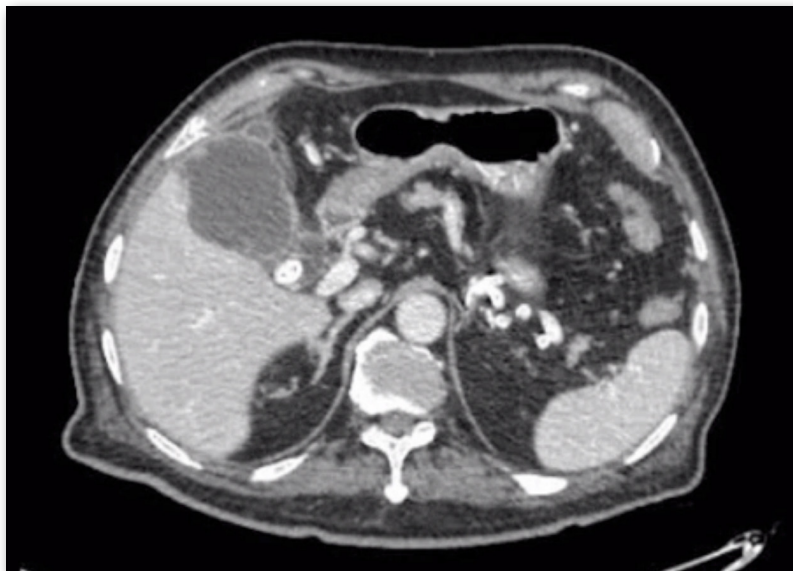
Imagen de TC en la que se muestra una colecistitis aguda xantogranulomatosa así como una probable perforación hacia lecho hepático de 2.5 cm
